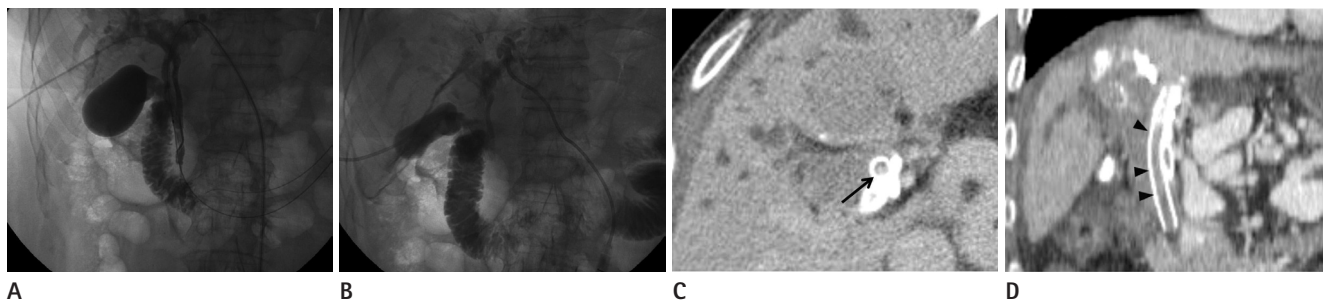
Y-configured (side-by-side) bilateral stent implantation through bilobar approach in 72-year-old male patient with HCC (Bismuth type II). A. Two guidewires were passing to distal CBD through pre-existing PTBD in both hepatic lobes, followed by bilateral metal stenting. B. Cholangiogram obtained 1 week after stent insertion shows good bilateral communication via the stent grafts. C, D. Axial and coronal CT obtained after 3 months shows soft-tissue mass (arrow, arrowheads) within the bilateral biliary stent. Note.—CBD = common bile duct, HCC = hepatocellular carcinoma, PTBD = percutaneous transhepatic biliary drainage
